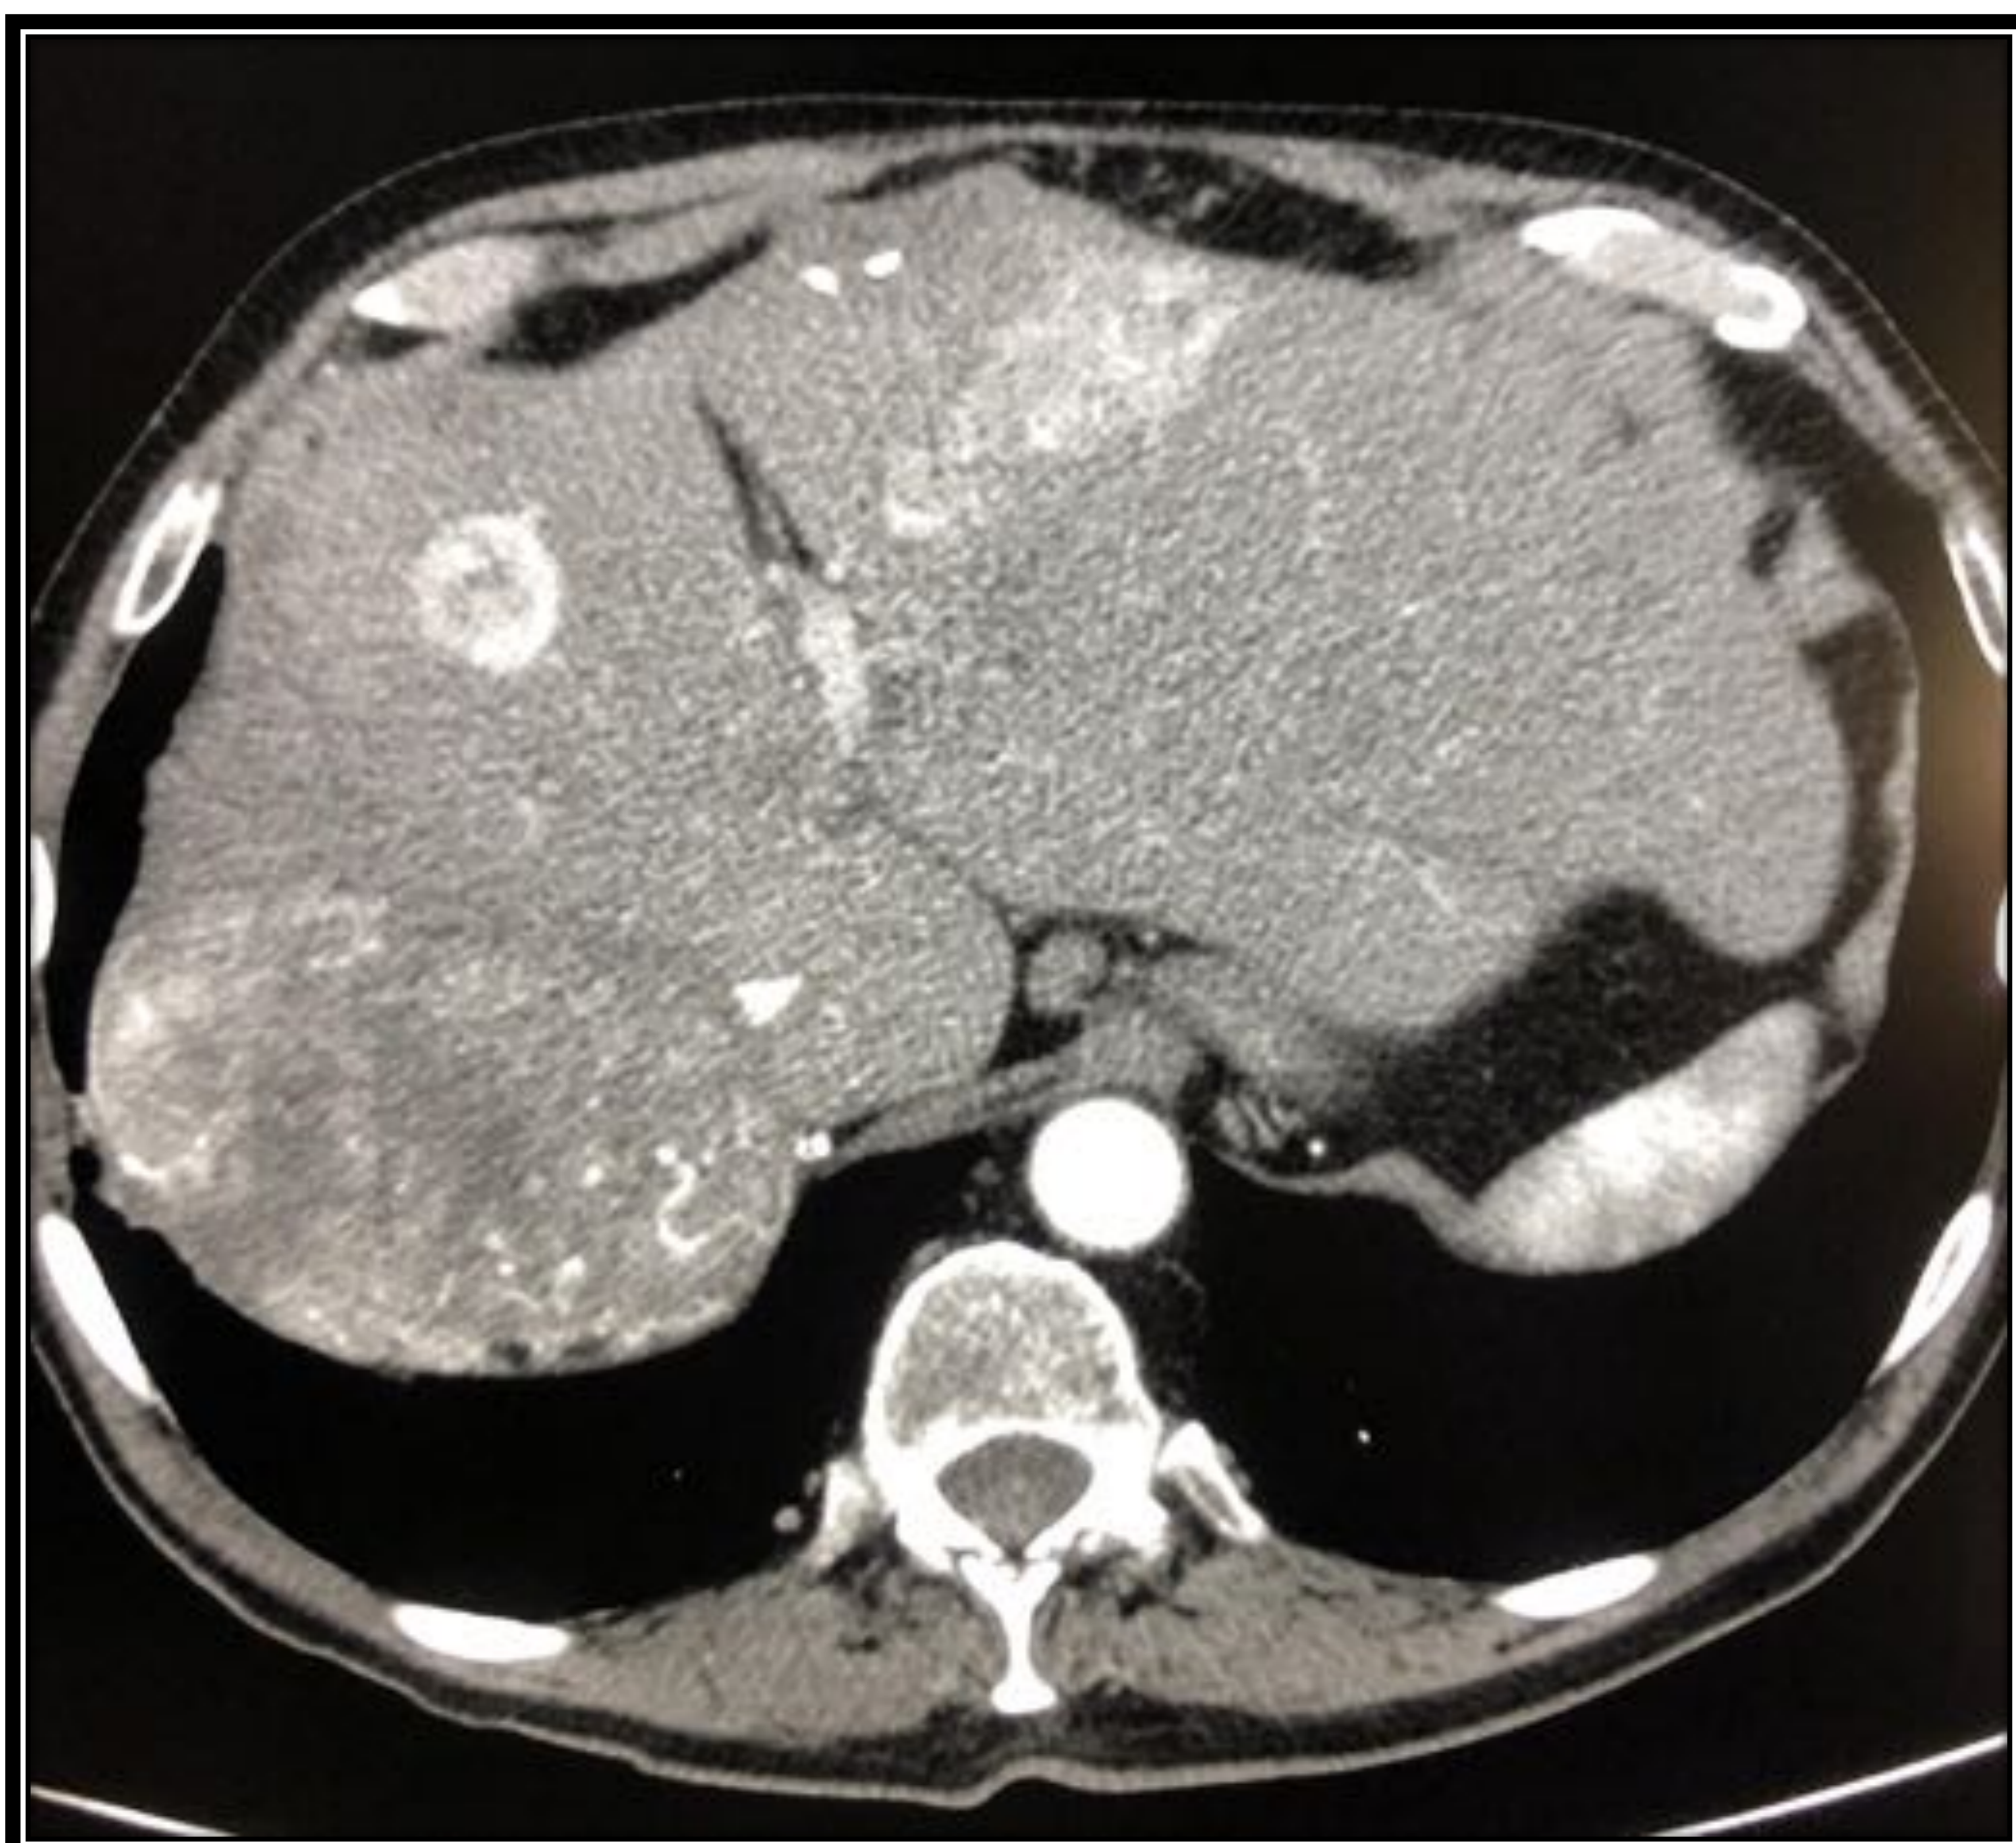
TC con contraste en fase arterial. Se aprecian dos lesiones hipercaptantes sobre un hígado de características cirróticas. Obsérvese, además, otra lesión heterogénea en segmentos 7-8.
